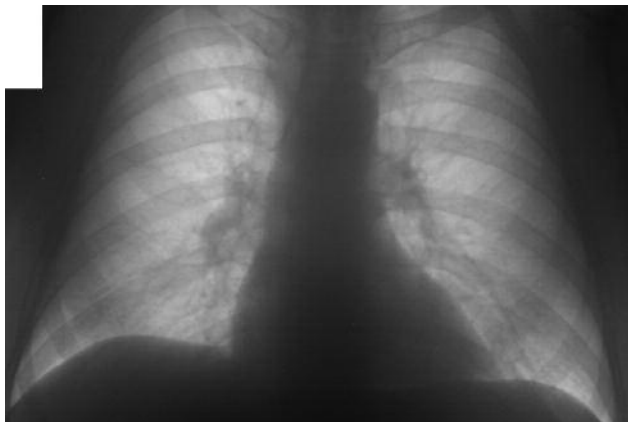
Данные рентгенологического архива.
